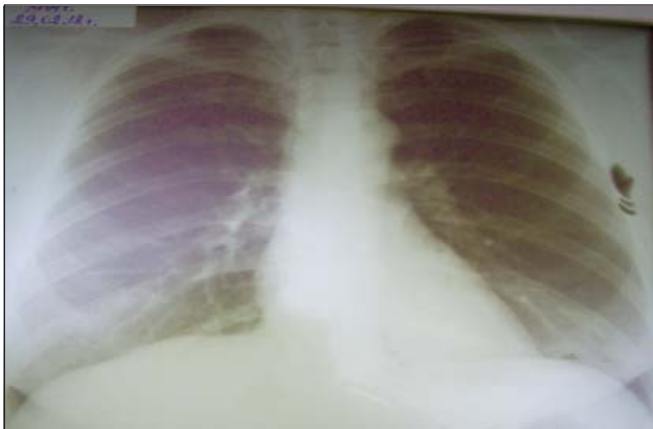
Рентгенография органов грудной клетки пациентки Ф. с вторичной УЭ (наблюдение авторов)
